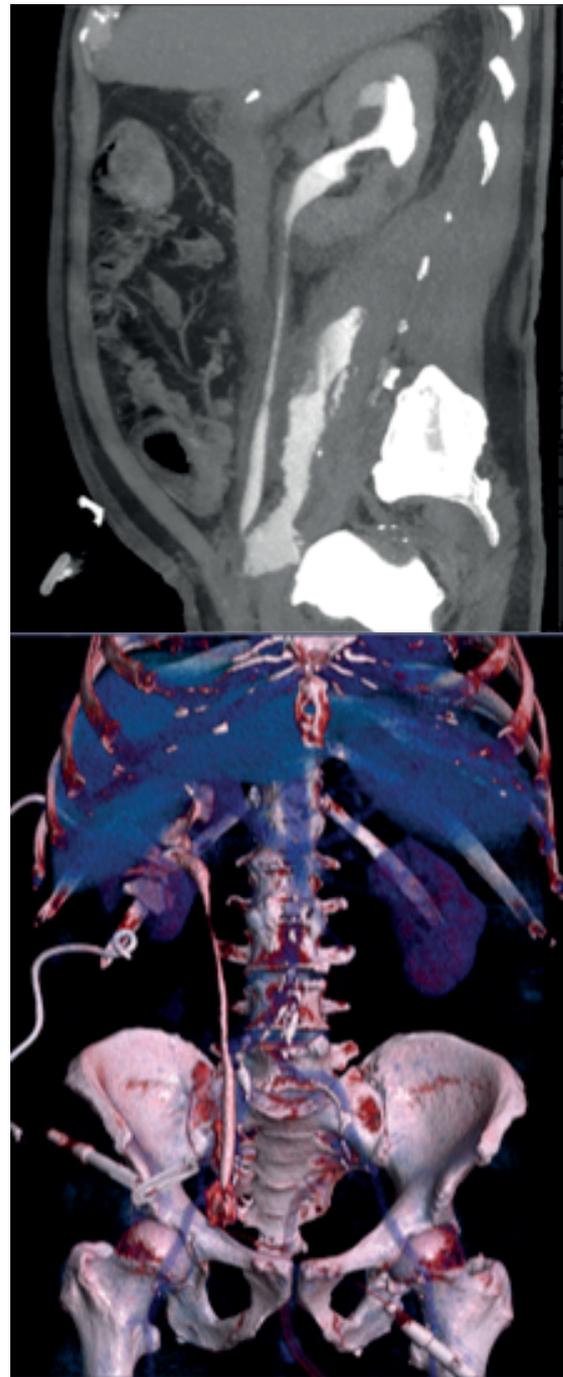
Pielo TAC. Ambas flechas rojas señalan fuga de contraste desde el uréter distal derecho asociado a urinoma retroperitoneal derecho parcialmente drenado.
